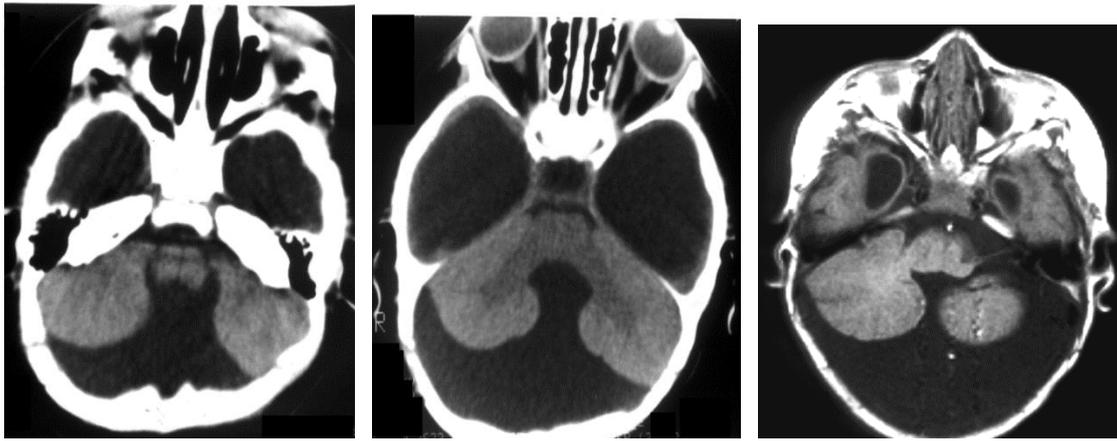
КТ головного мозга у ребенка 3-х месяцев с синдромом Денди-Уокера: в задней черепной ямке визуализируется киста, червь мозжечка не определяется, полушария мозжечка уменьшены в размерах (недоразвиты)
